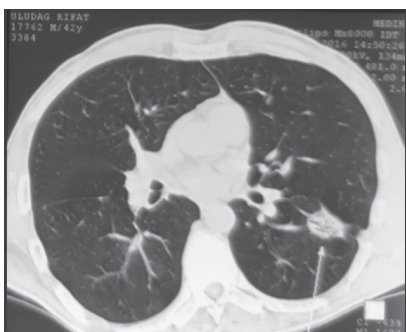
КТ легень через 2 місяці лікування
